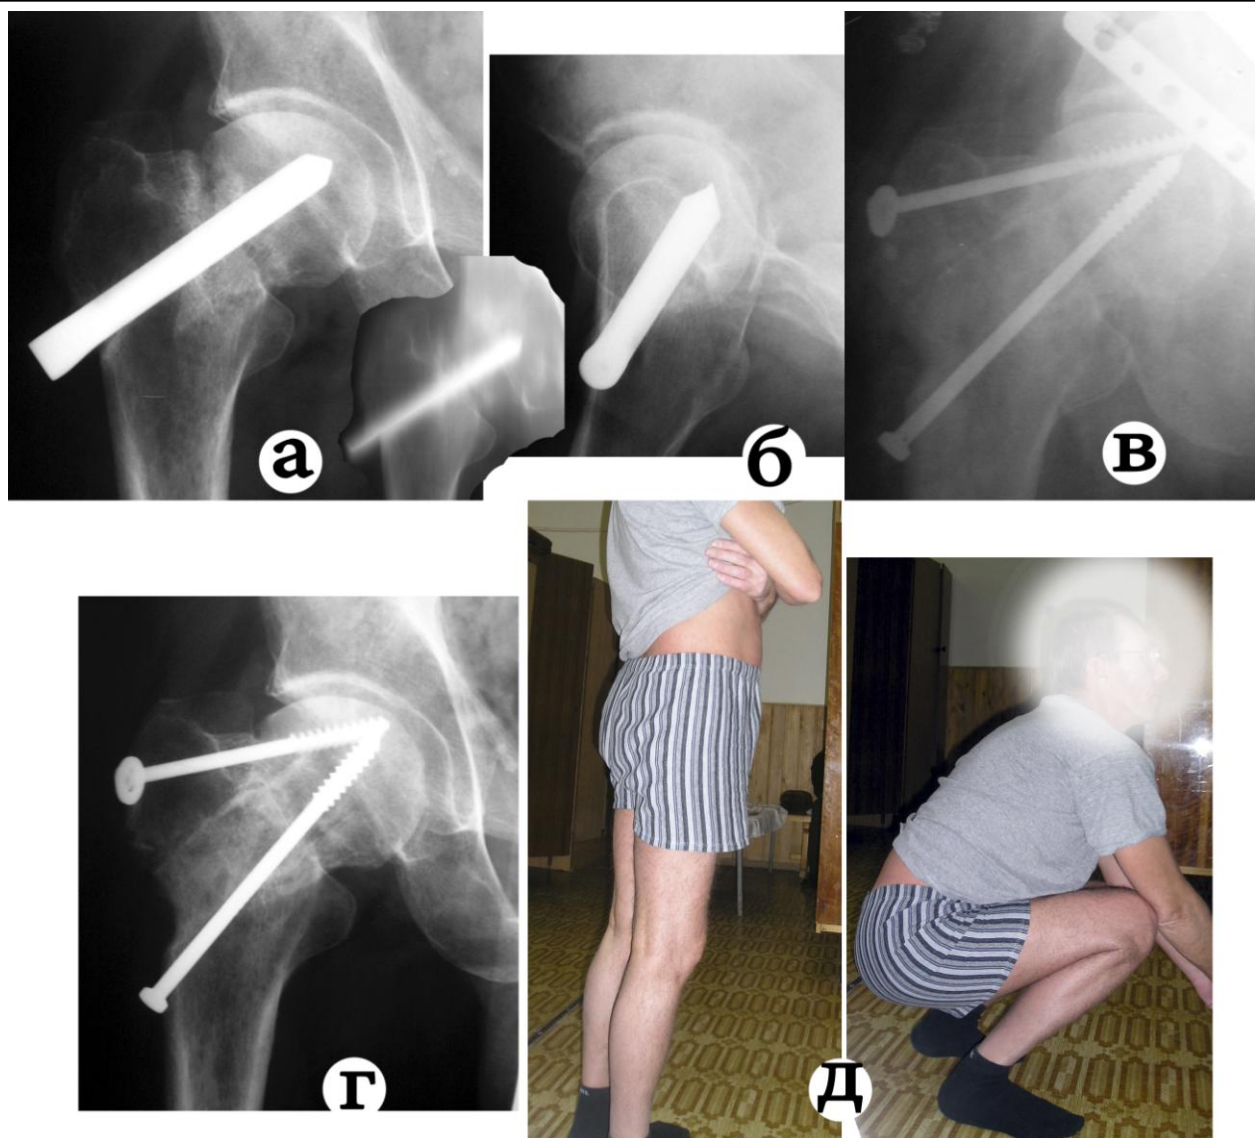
Рентгенограммы больного К., 43 г. (и.б. № 20836): а) - через 14 мес. после травмы (рентгенограмма и линейная томограмма в прямой проекции; б) - тот же день аксиальная проекция; в) - день операции (рабочие снимки); г) - через 3 мес. после операции;
